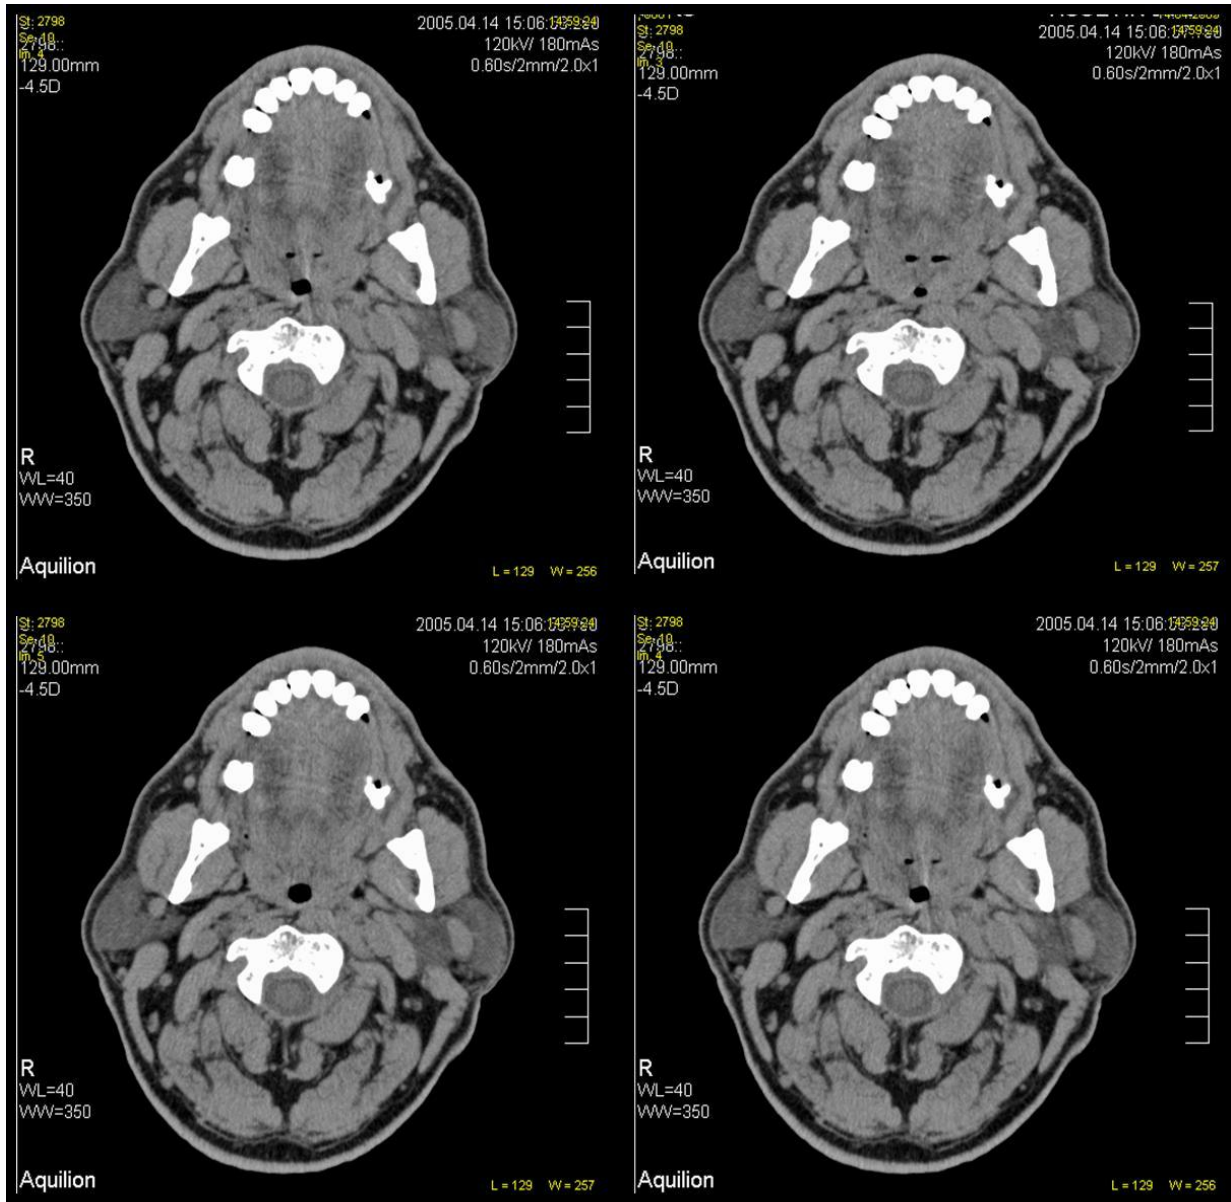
Horlayan bir hastada hipofarinks en dar alanını gösteren BT kesiti görülmektedir.
